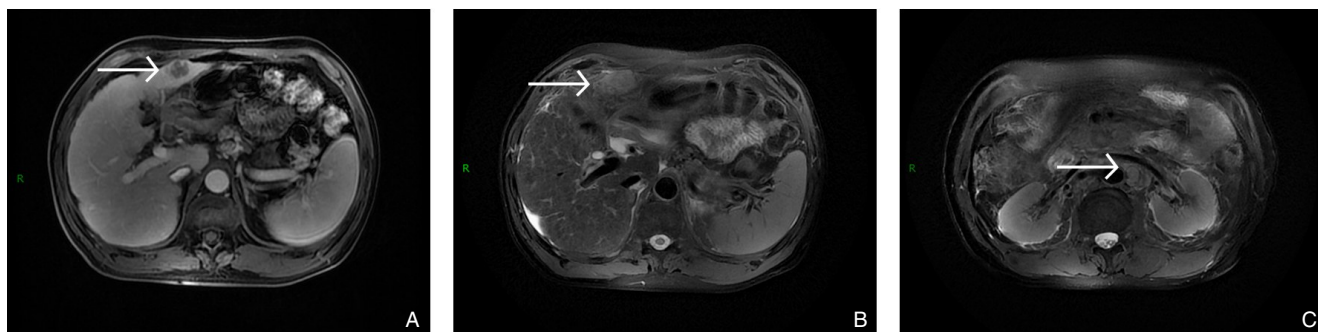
2024年11月患者术后复查MRI A-B: 病变在T1加权成像(T1WI)中呈稍低信号,在T2加权成像(T2WI)中呈高信号; C: 可见复发淋巴结
